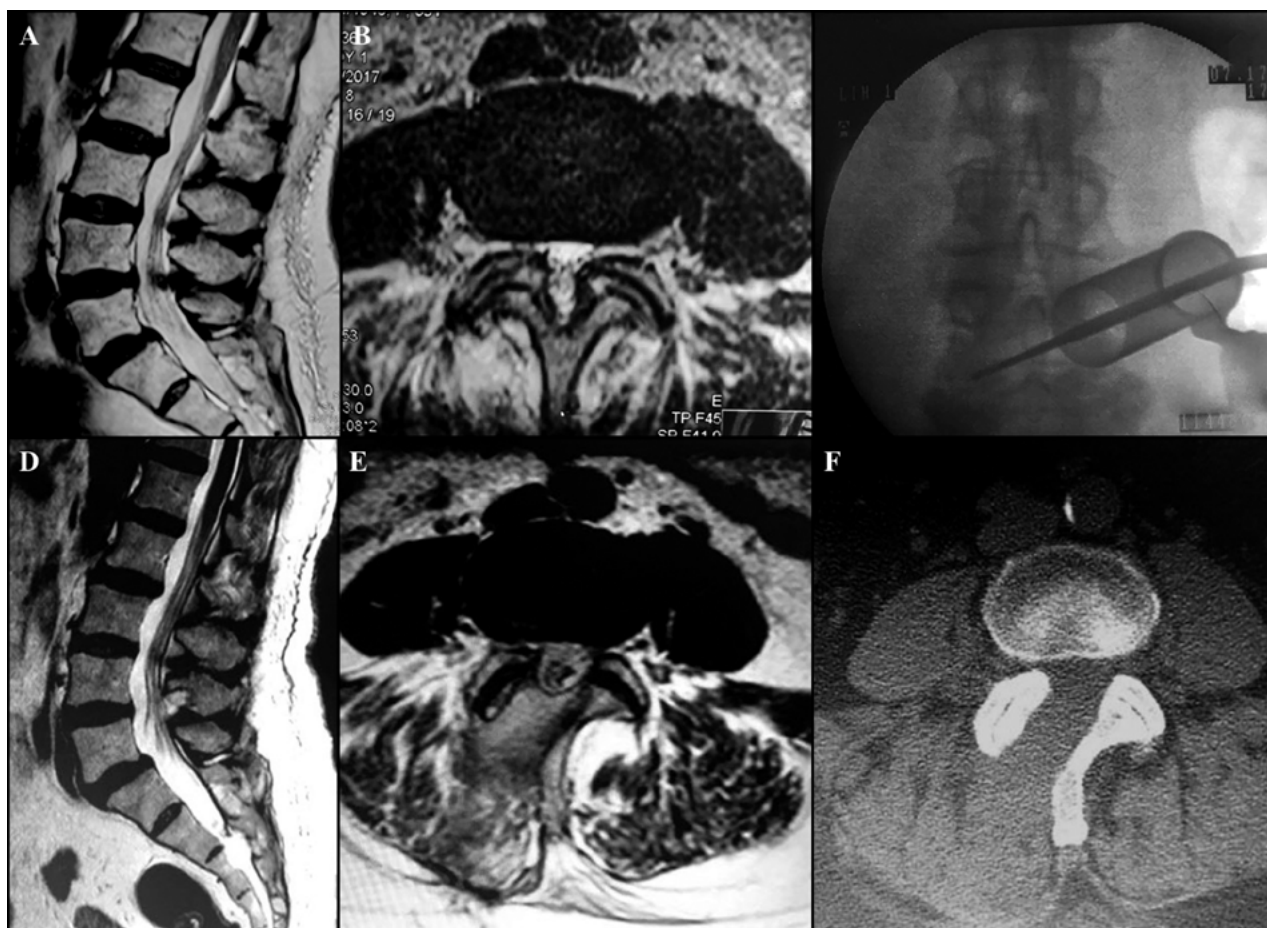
Caso 2. RM Preoperatoria (A y B). Rx Intraoperatoria, mostrando la descompresión del receso contralateral al lado abordado (C). RM y TC Postoperatoria (C-E).
